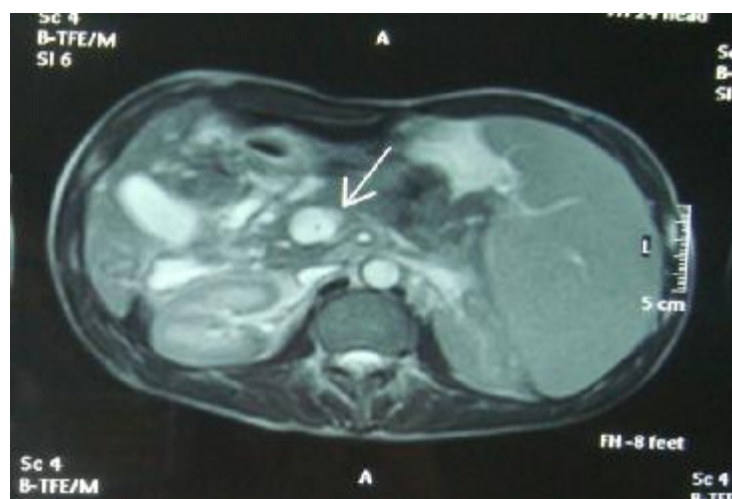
L'IRM: thrombus partiel du tronc porte
